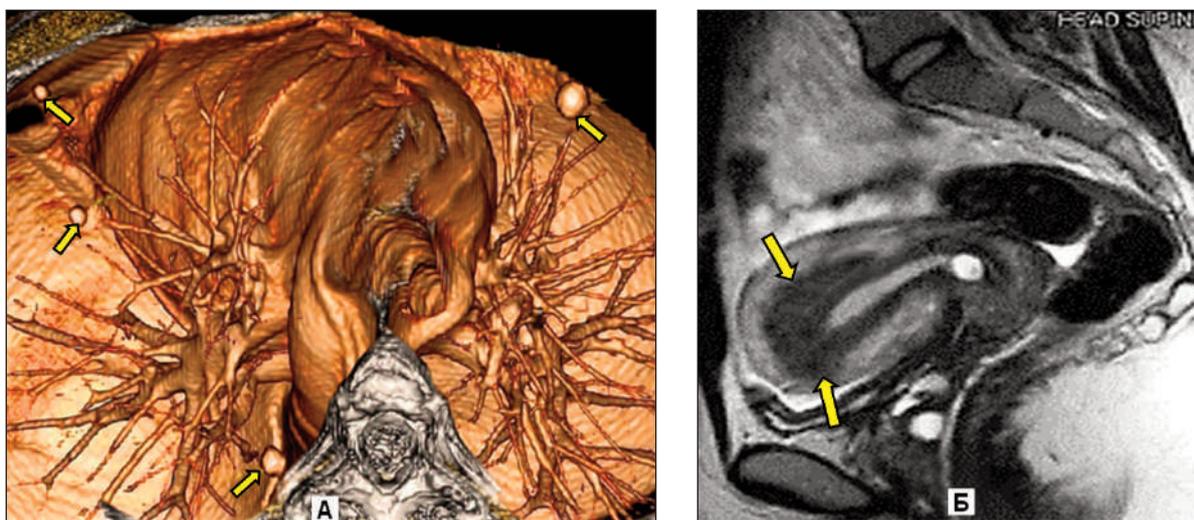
Больная З. Торакальный эндометриоз. А – МСКТ, 3D-реконструкция в аксиальной плоскости, вид сверху (каудальное направление). В обоих легких визуализируются 4 узловых образования (отмечены стрелками), в основном расположенных субплеврально. Данная плоскость при 3D-реконструкция наиболее эффективна, т.к. позволяет в одном кадре увидеть все без исключения очаговые и опухолевые образования. 3D-проекция и МПР позволяют максимально достоверно позиционировать патологические изменения в легких при планировании различных видов биопсии. Б – МРТ в левой боковой проекции. Инфильтративная форма аденомиоза (стрелки).
